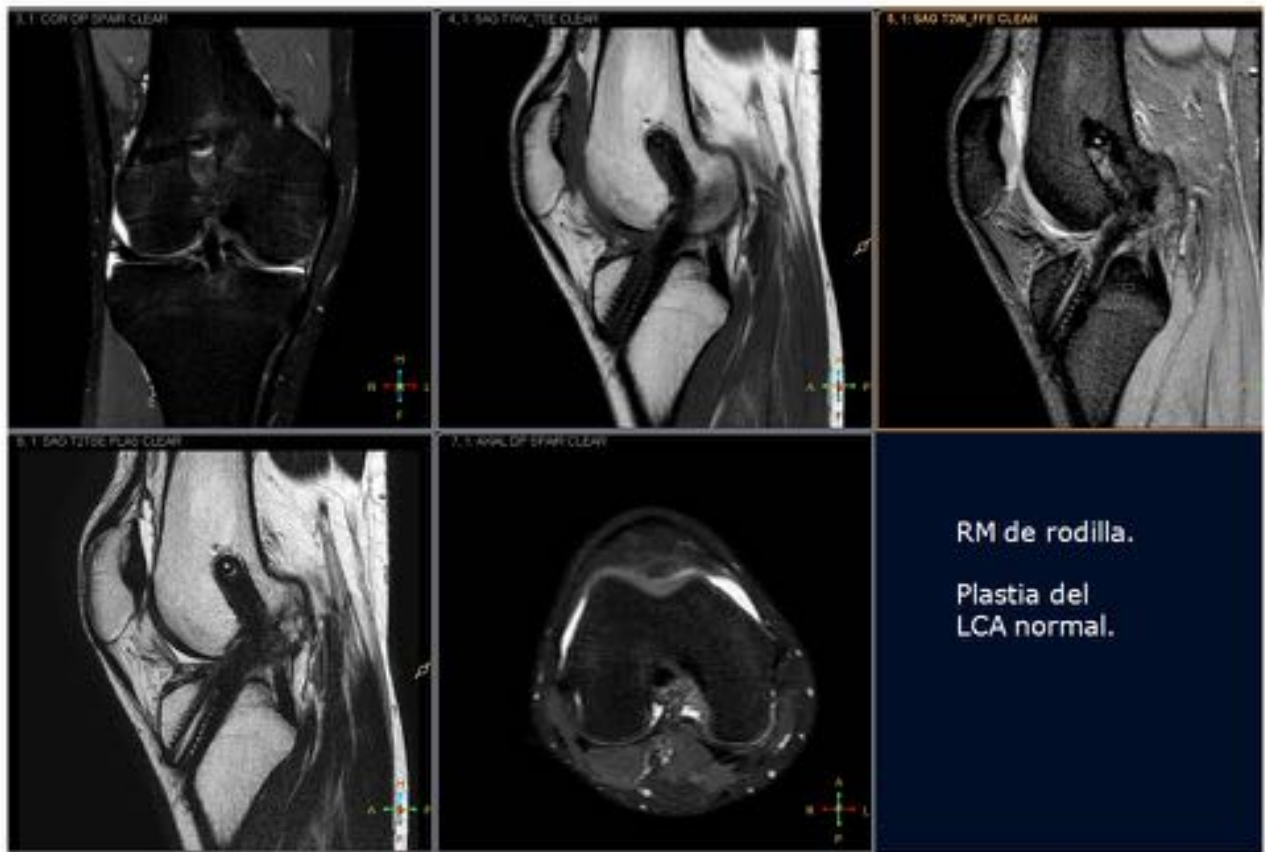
Protocolo RM de rodilla realizado en nuestro centro.
